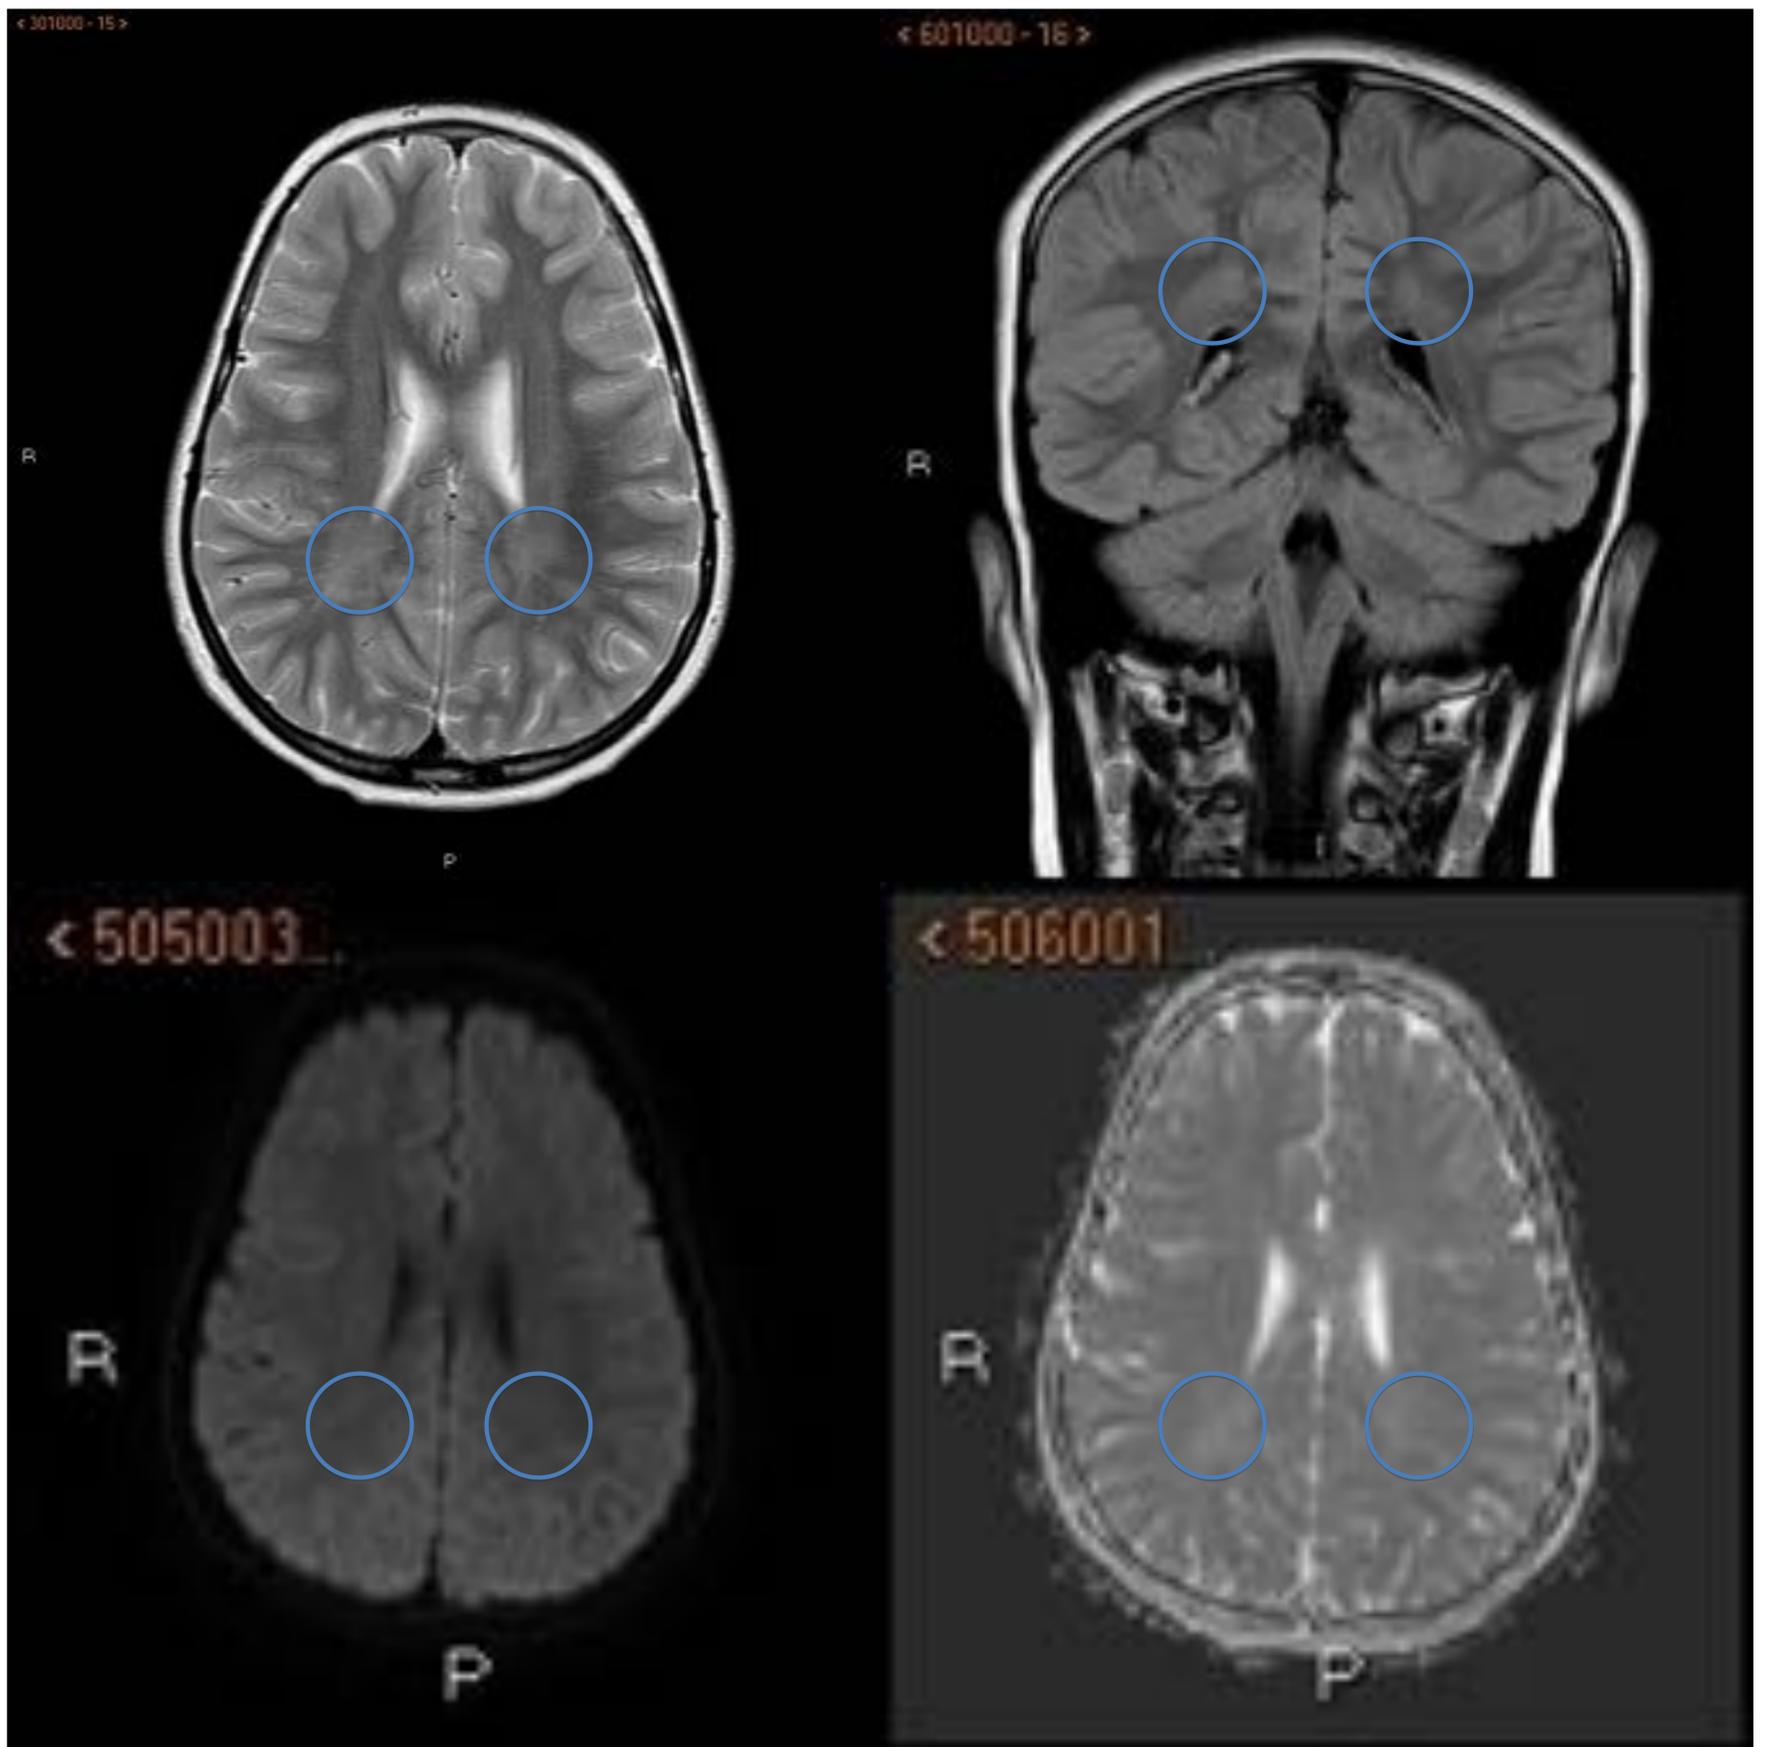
Estudio RM de paciente de 8 años de edad con cefaleas de repetición. Se muestran secuencias potenciadas en T2 axial, FLAIR coronal y secuencia de difusión. Podemos identificar como existe una hiperseñal difusa de aspecto algodonoso en centros semiovales y áreas priventriculares de manera bilateral y simétrica, sobre todo en regiones posteriores a los mismos (círculos azules). No se traduce en restricción en secuencia de difusión. Todo ello en relación con áreas centrales de mielinización.
